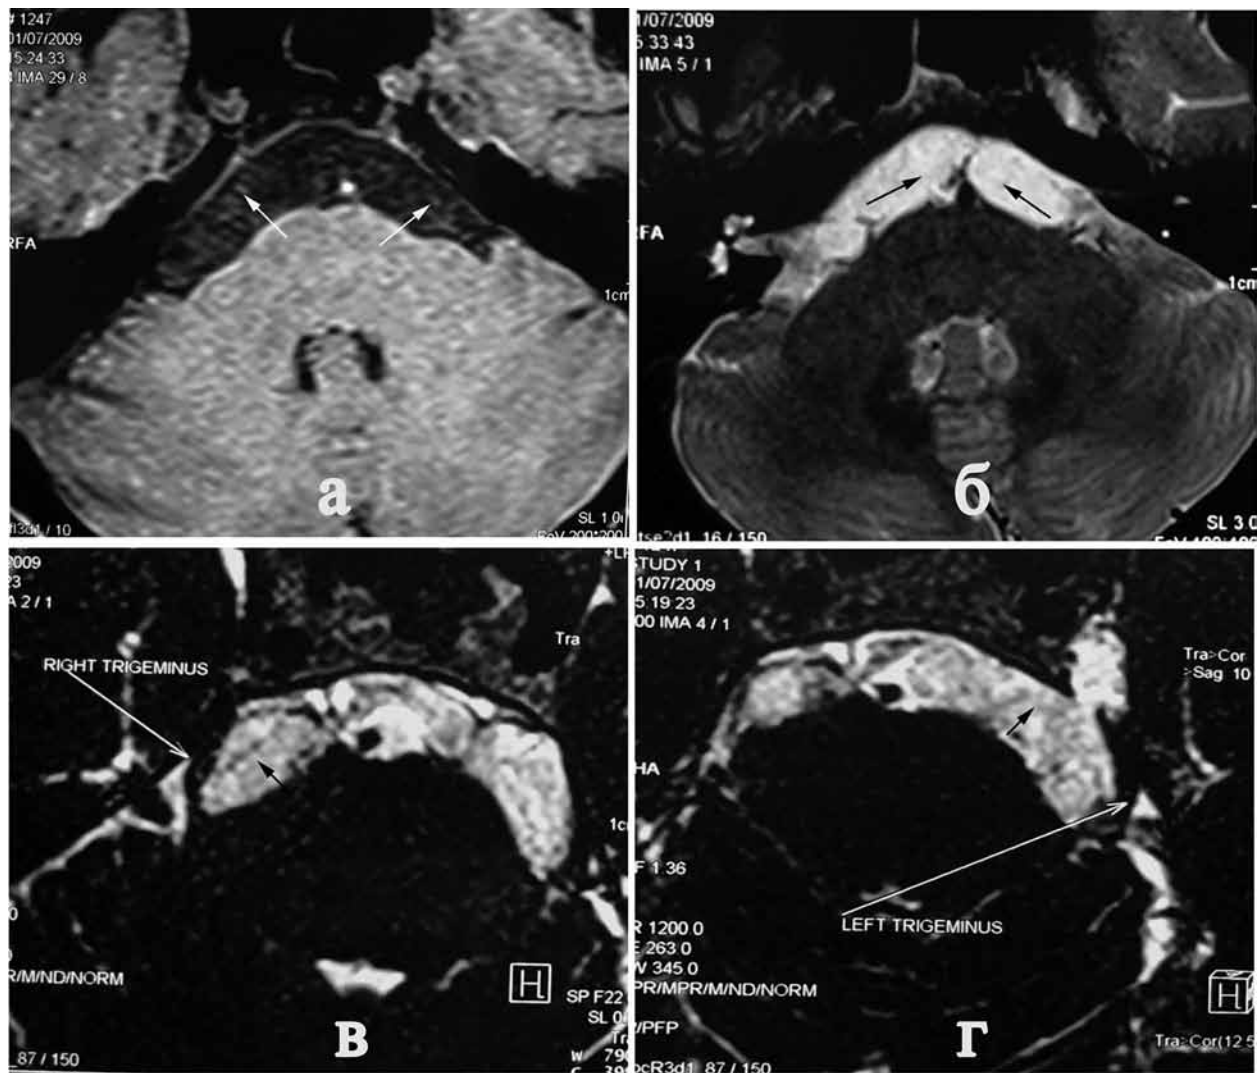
Холестеатома мосто-мозжечкового угла с двусторонним распространением. МРТ в аксиальной проекции в T1 (а) и T2 (б, в, г) взвешенных режимах (опухоль обозначена стрелкой). Тройничные нервы с обеих сторон вовлечены в опухоль (в, г).
